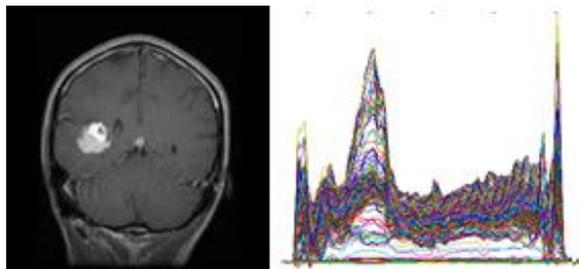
IRM T1 du cerveau contient une tumeur (à gauche) et son histogramme de covariance (à droite).
